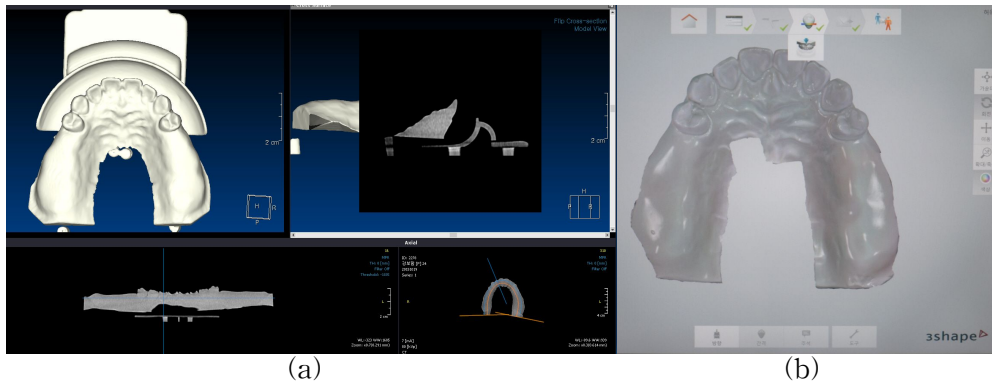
Pre-surgical Cone beam-CT image and scan image
